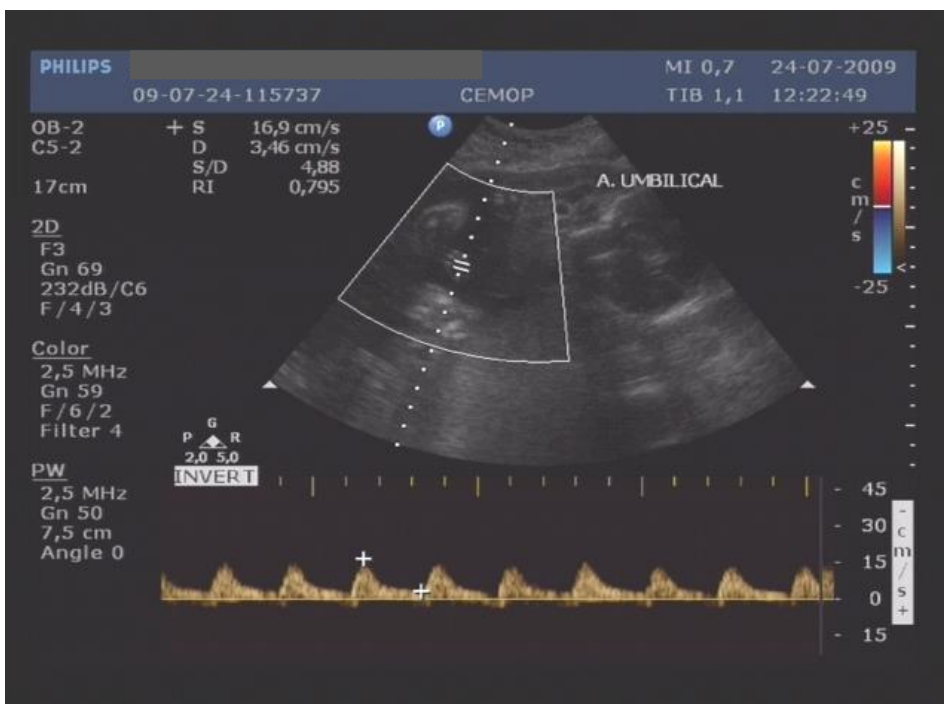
Feto 2 – Análise Doppler velocimétrica da artéria umbilical.
